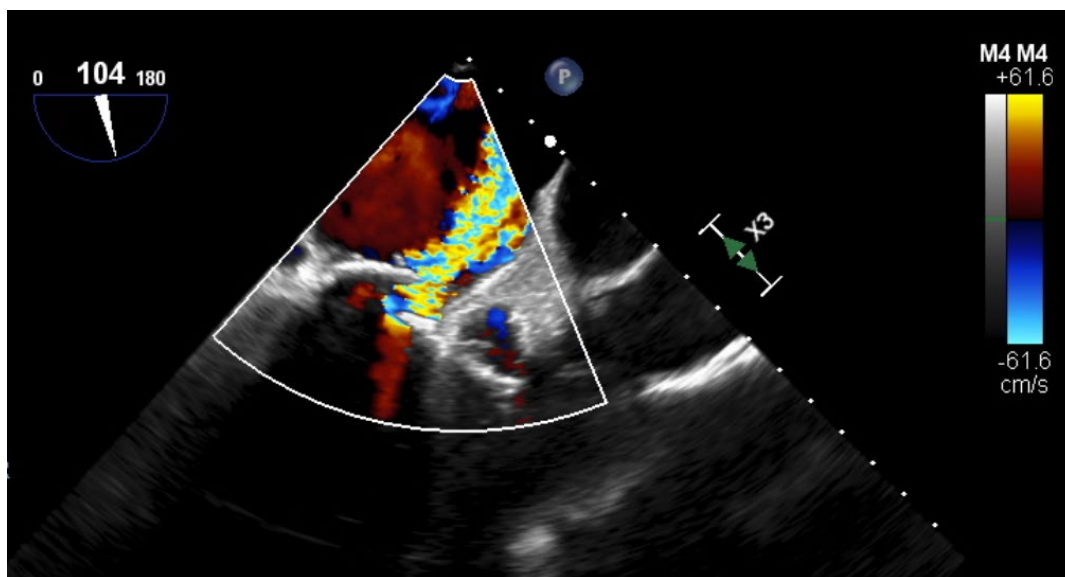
Ecocardiografía transesofágica. Prótesis mecánica monodisco en posición mitral con apertura normal. Se objetiva un leak periprotésico de localización anterolateral y grado severo: Jet denso, holodistólico, que alcanza el techo de la aurícula izquierda.
